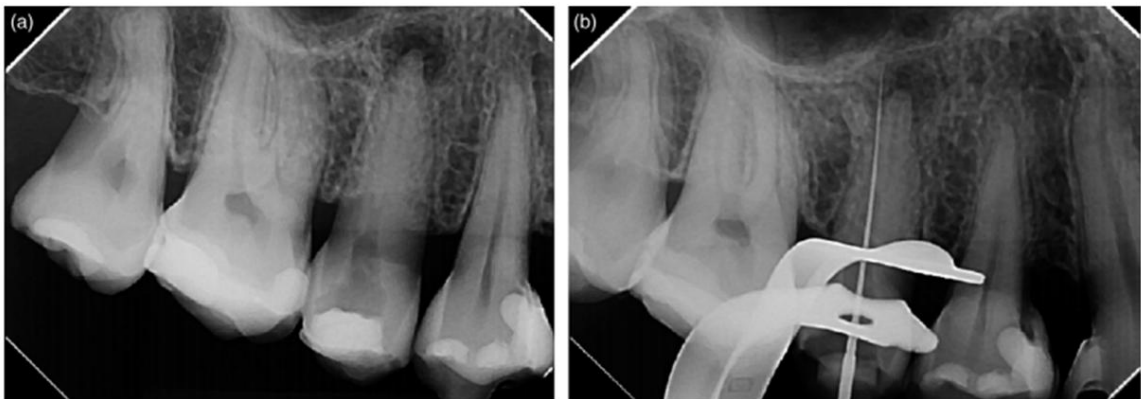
(a) Imagem radiográfica pré-operatória mostrando área de rarefação óssea na região periapical no segundo pré-molar superior direito, (b) Imagens radiográficas mostraram que o instrumento estava fora do trajeto do canal original, resultando em perfuração no terço apical.
